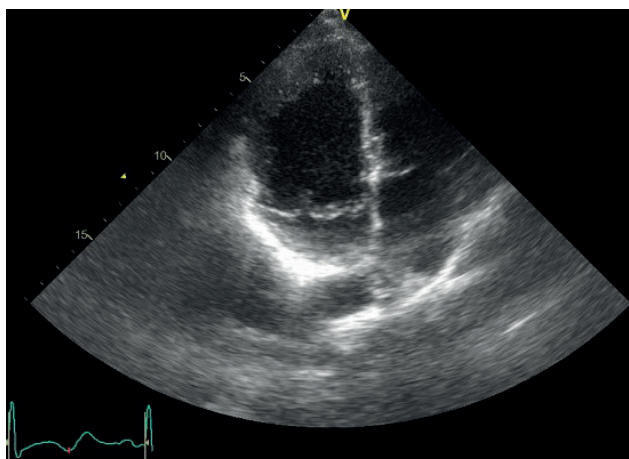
Эхокардиограмма в В-режиме: пролапс митрального клапана.
